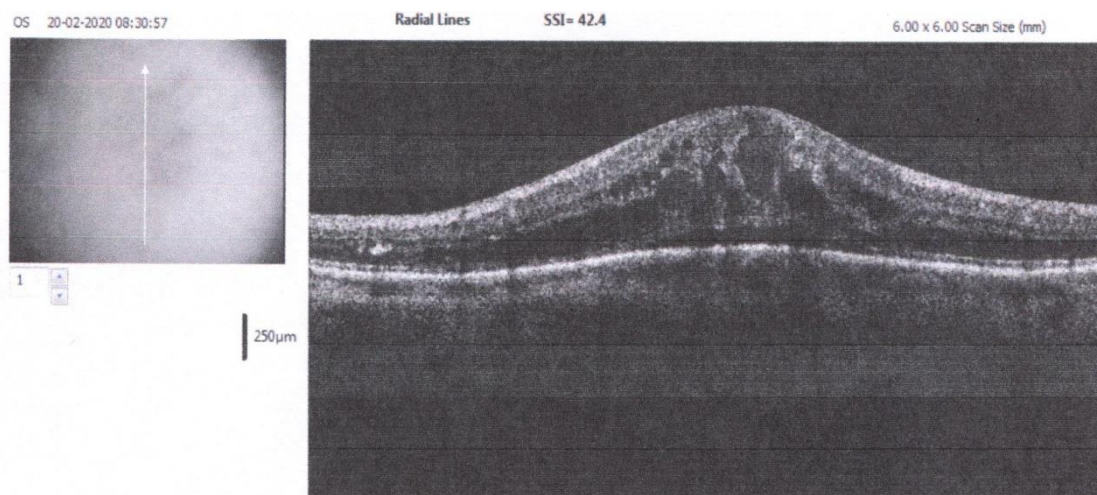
Оптична когерентна томографія кістозного макулярного набряку сітківки у пацієнта із непроліферативною діабетичною ретинопатією
